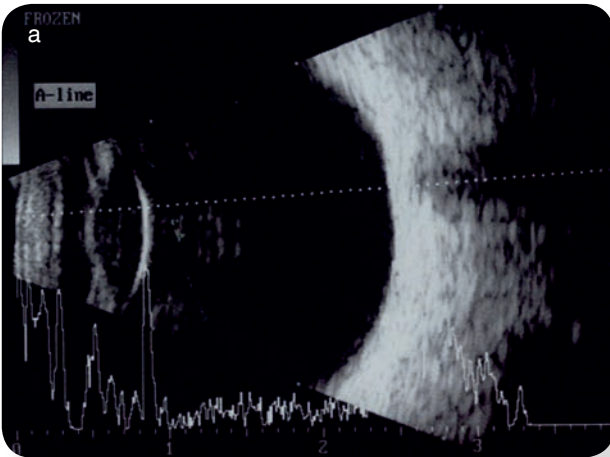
Ecografia normal: a) olho fáquico; b) olho pseudofáquico – ecos de reverberação
